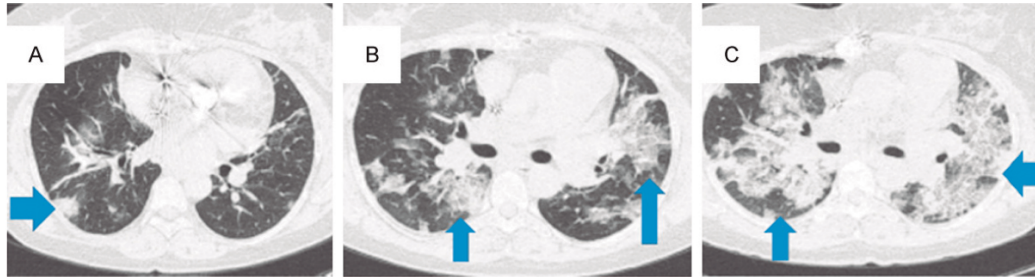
Chest CT images performed on three different moments of clinical evolution. A: Outpatient study, showing bilateral, rounded foci of consolidation and ground-glass images, in <50% of the lung fields. B: At admission, showing bilateral consolidations and ground-glass images, occupying >50% of the lung fields. C: On the worst day after admission, with an increase of the ground-glass opacities, which became confluent and associated with interlobular septal thickening and bilateral consolidation. Arrows point out some of the pulmonary lesions of the patient.
